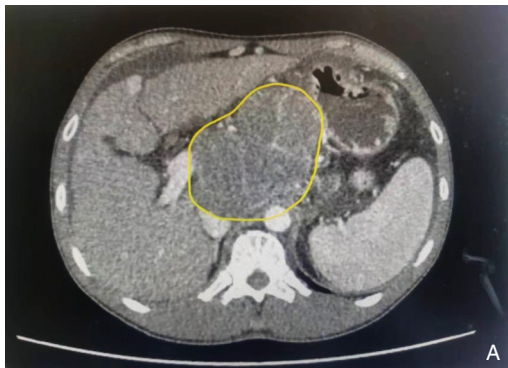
腹部 CT 图像 A: 肝门处肿瘤 (黄线范围所示); B: 腹腔内肿瘤 (红色箭头所示)
